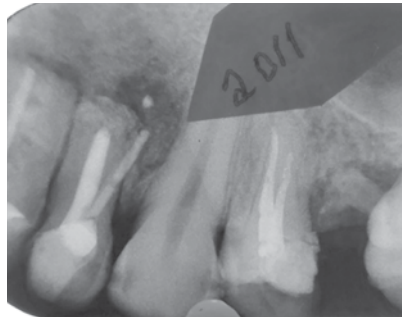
Прицільна рентгенографія проблемного 22 зуба, 2011 рік.
